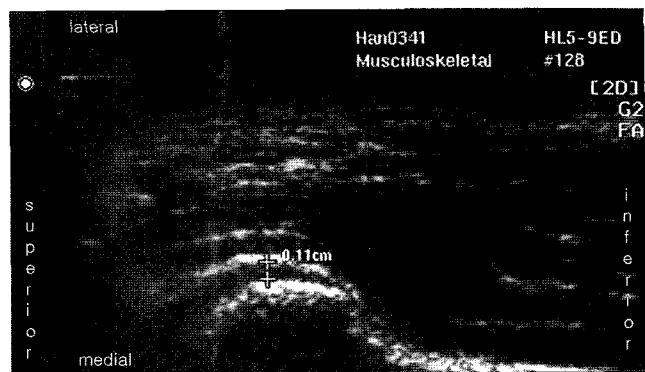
Ultrasonograph shows the width measured as the distance between hyperechoic line of condylar lateral surface and that of articular capsule at the open mouth position.
